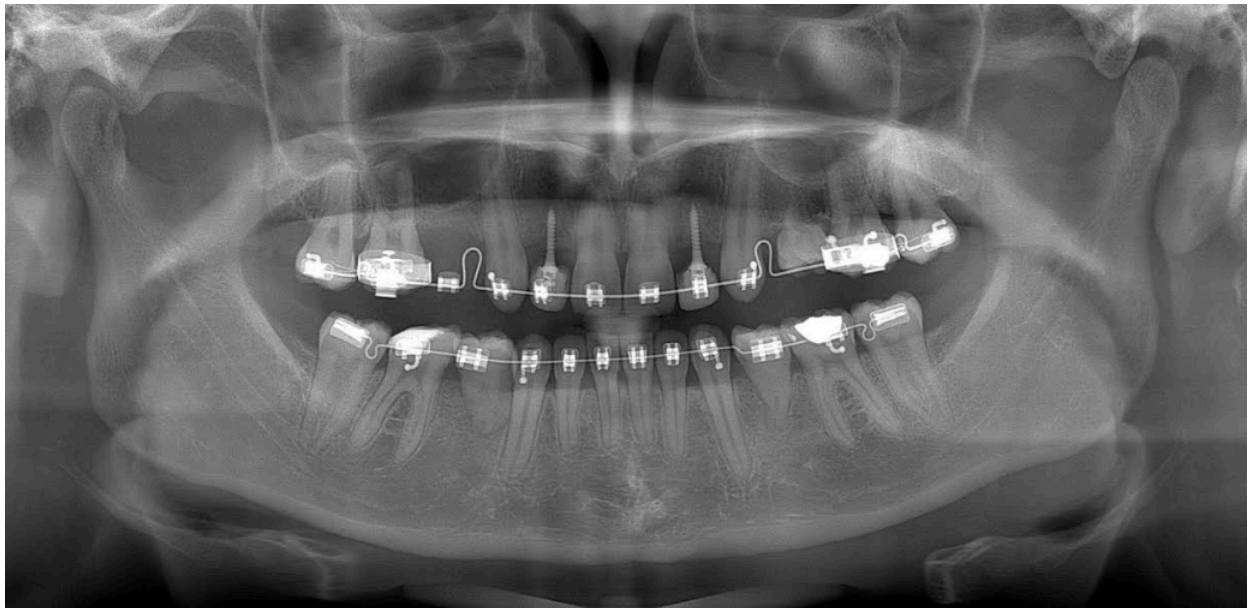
Radiografia panorâmica de controle pós-operatório de 7 anos da paciente B. Observa-se rizogênese nos dentes 18 e 28 (transplantados para região de dentes 34 e 44).
